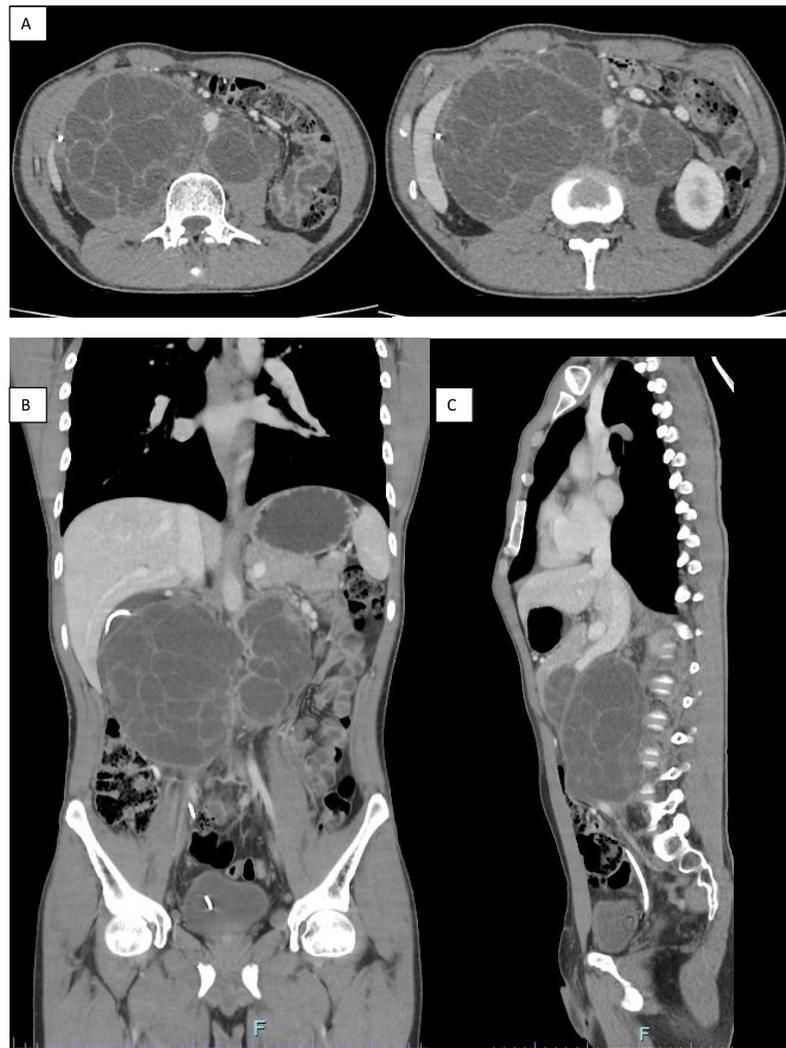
Estudio de tomografía computarizada abdominal y pélvica que evidencia lesiones quísticas septadas en el retroperitoneo.
